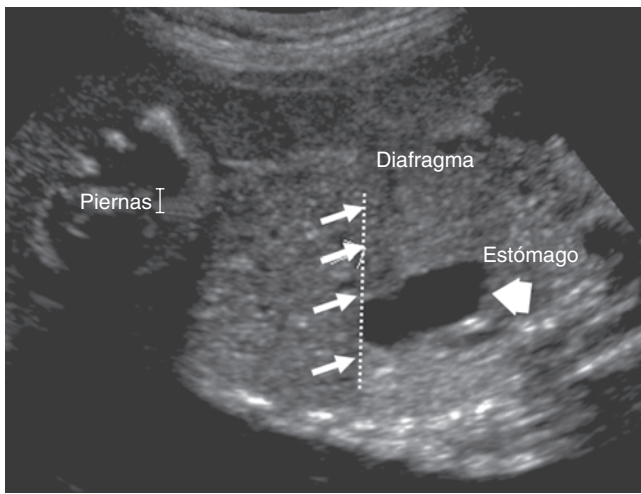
Ecografía prenatal de un feto con hernia diafragmática congénita. Las flechas señalan la ubicación del diafragma. Las puntas de flechas señalan el estómago, que se encuentra en la cavidad torácica.
